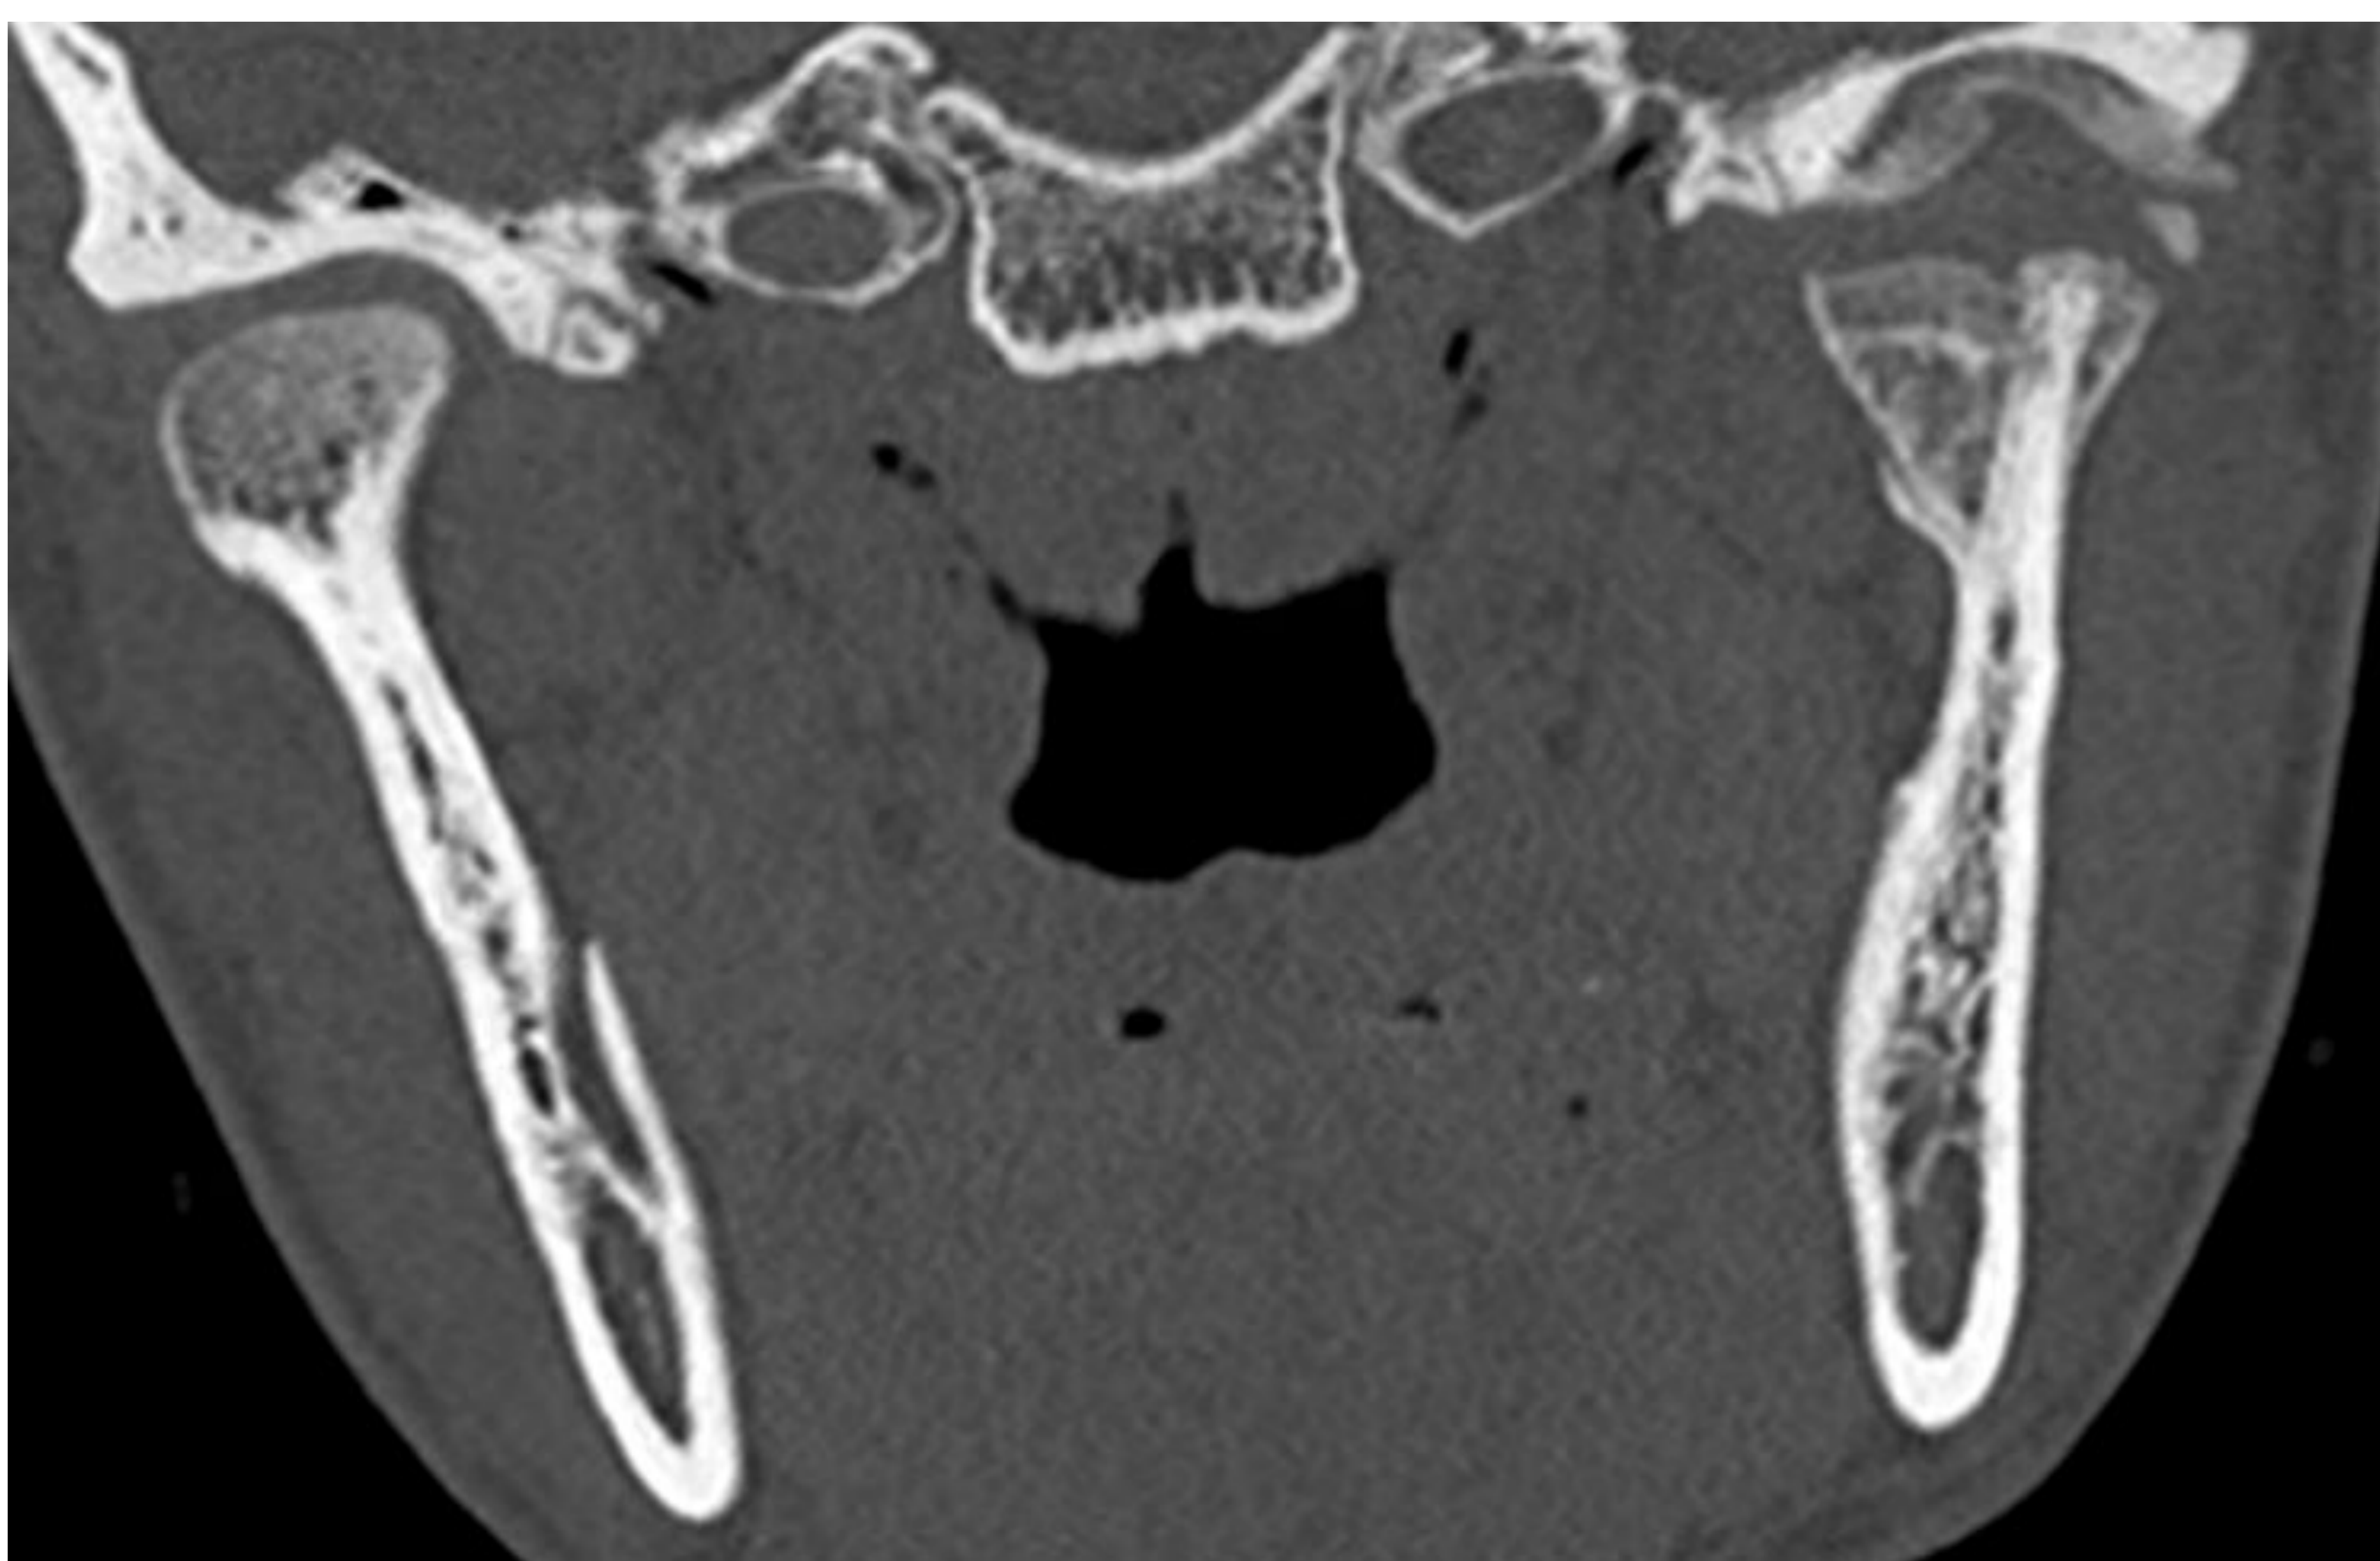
TC plano sagital. Fractura subcondílea izquierda, con placa de osteosíntesis sin desplazamiento de los fragmentos óseos, pero persistiendo en la actualidad línea de fractura radioluciente, sin consolidación de los extremos óseos.
